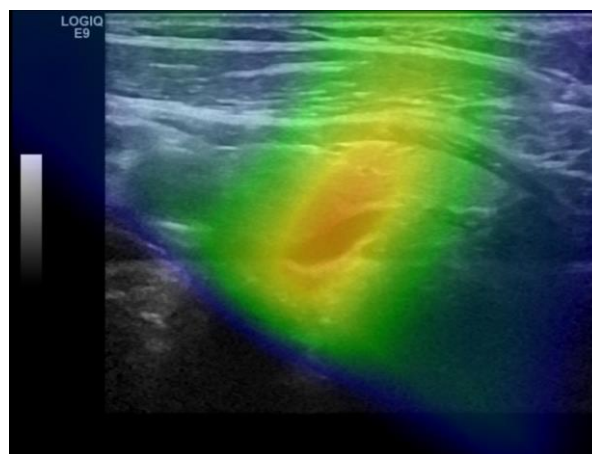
Fusions du fhSPECT/US chez le patient #4 montrant un étalement de l'hyperactivité en comparaison à la taille obtenue avec les images anatomiques issues des US
